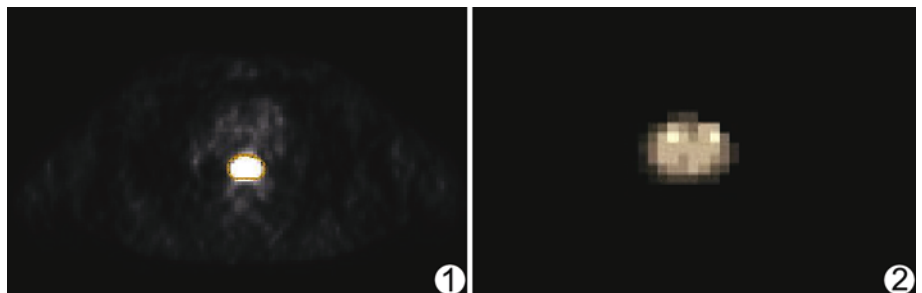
Matlab 中显示 PET 图像及勾画靶区 图 2 分割后的感兴趣区
